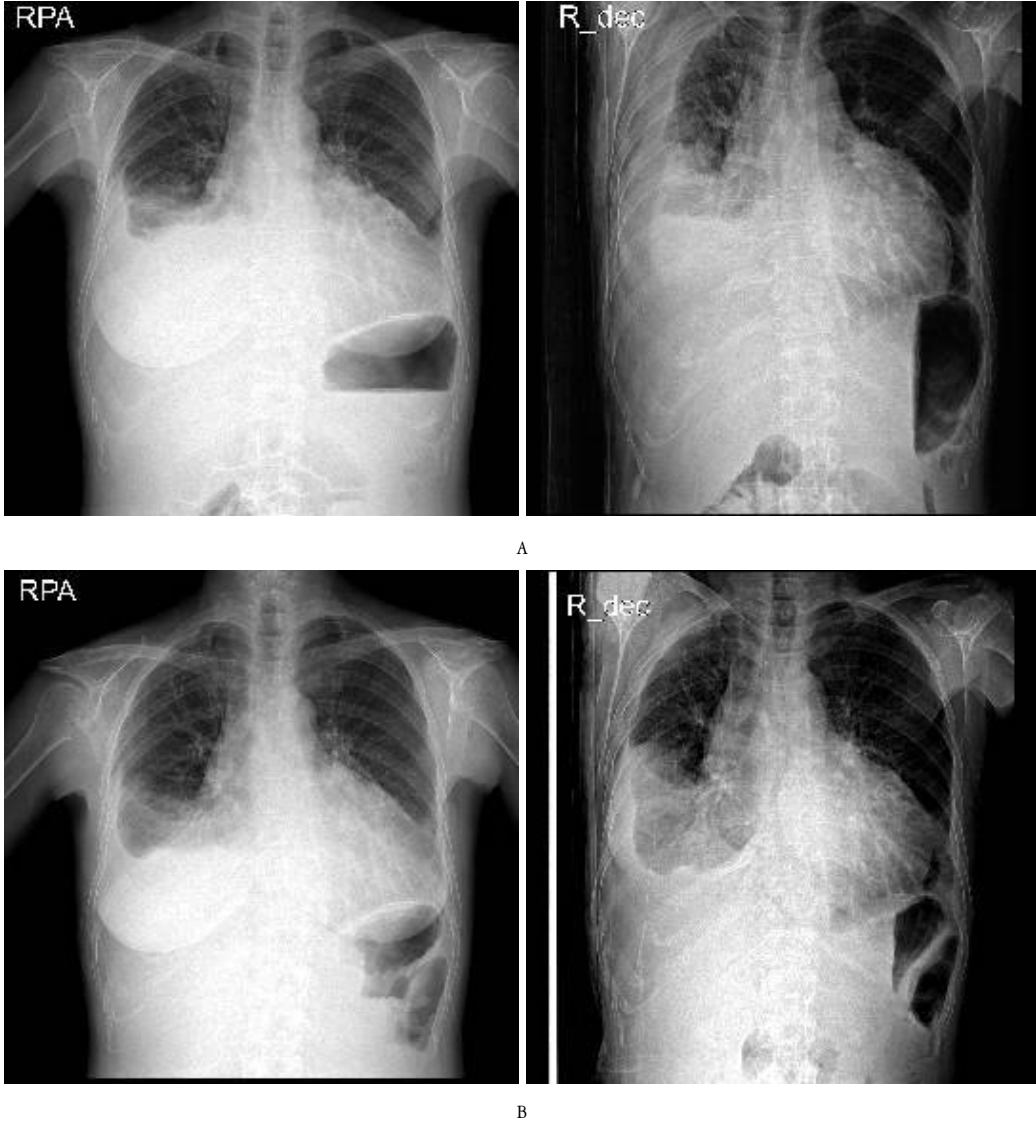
Comparison of pleural effusion on Chest X-ray
